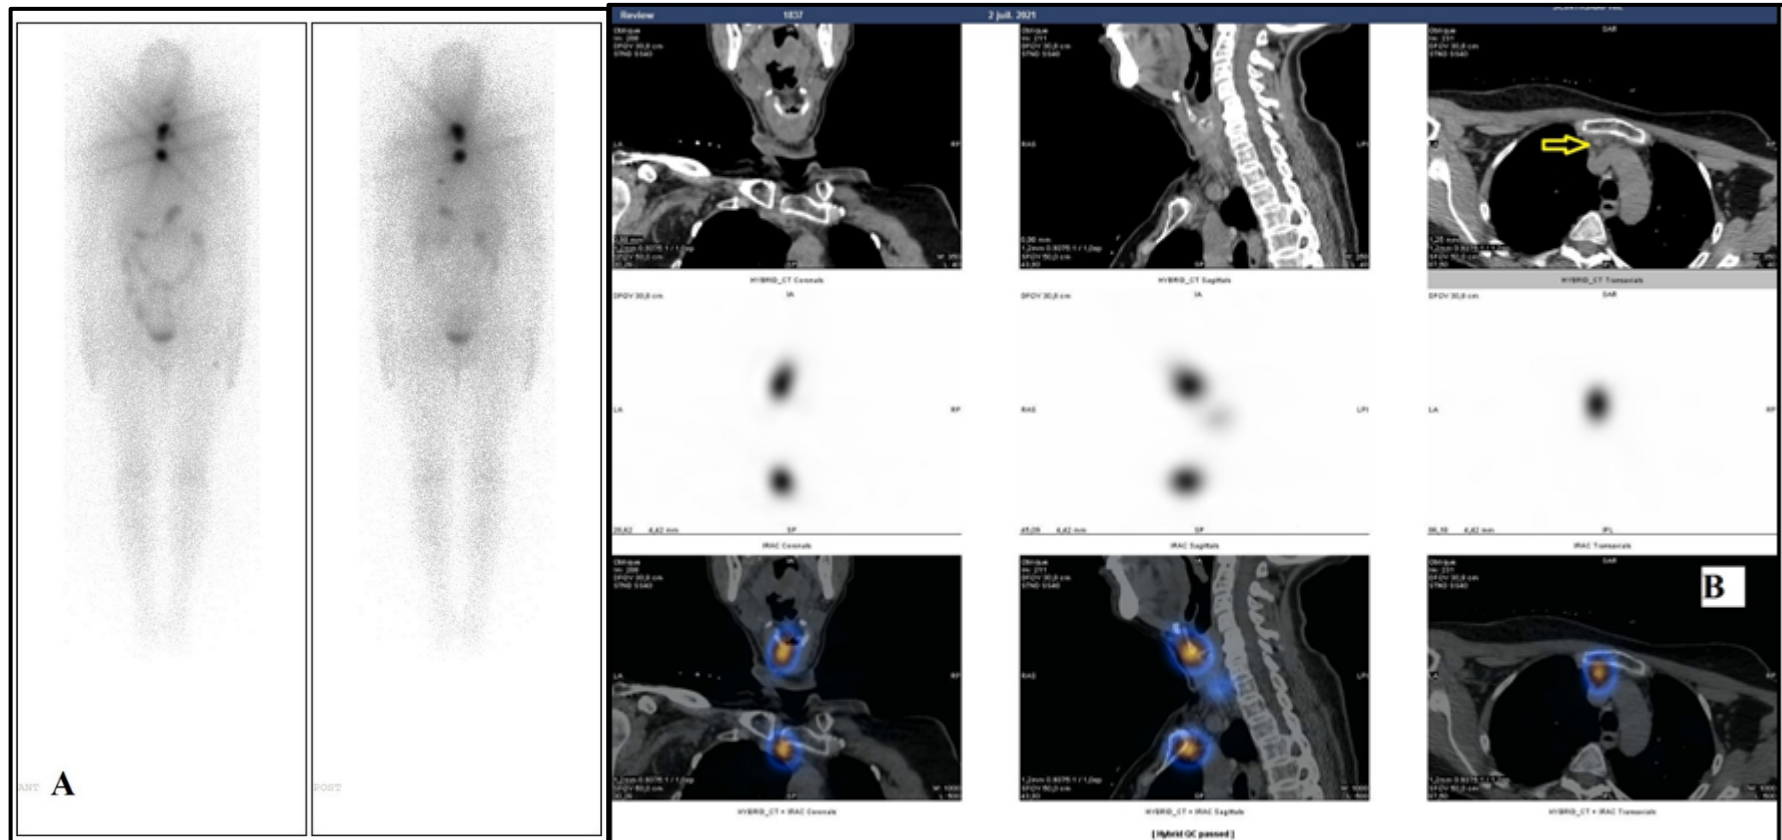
Balayage post thérapeutique (A) et acquisition SPECT/CT de la région cervicale (coupes frontale, sagittale et transverse) (B), montrant un reliquat thyroïdien et une adénopathie médiastinale rétro sternale (flèche jaune), chez une patiente âgée de 59 ans présentant un CP infiltrant classé pT1bNx traitée avec 1.1 GBq d'iode 131 (Source service de médecine nucléaire de l'HMRUC).
